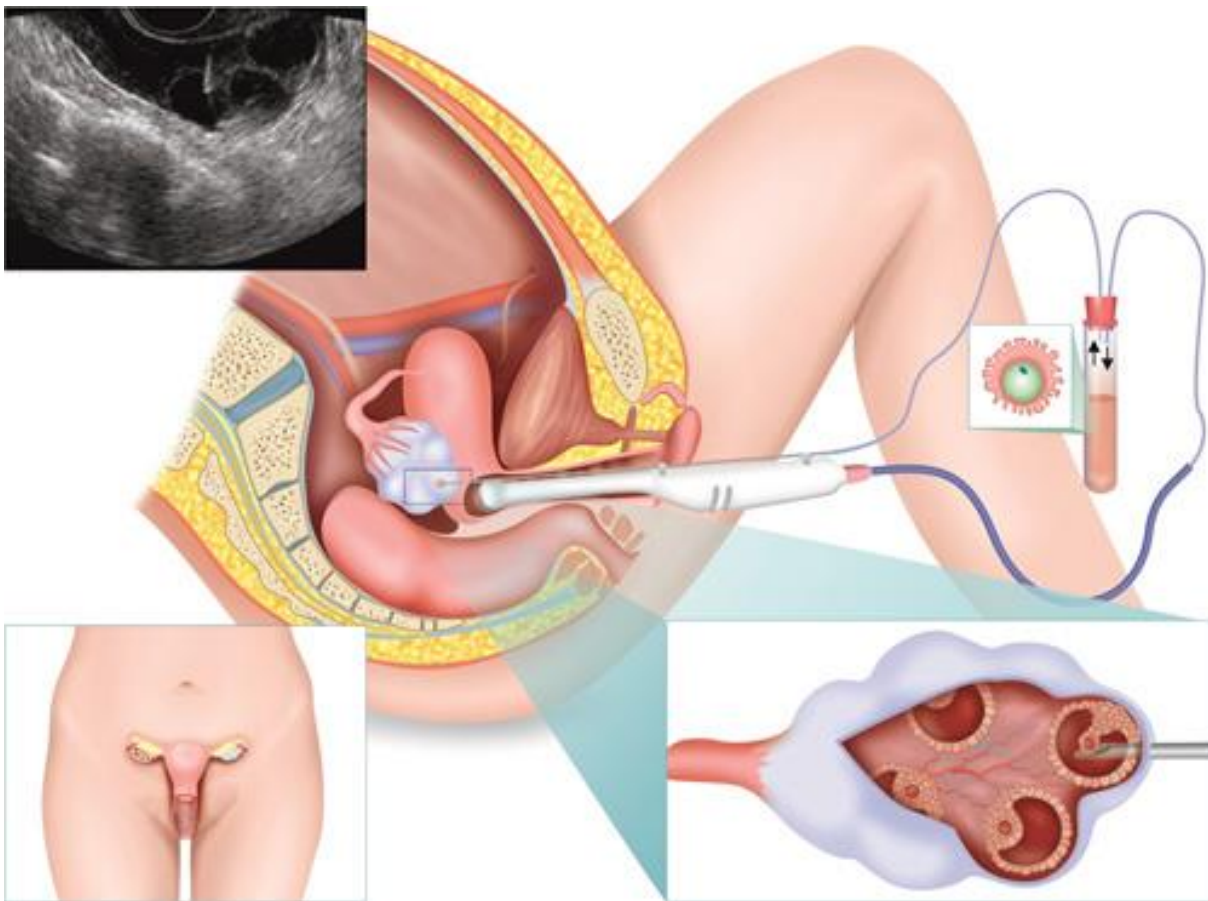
Ultrasound in Infertility & Gynecology: Text & Atlas, Nagori Chaitanya, Panchal Sonal 2015 (12)*
